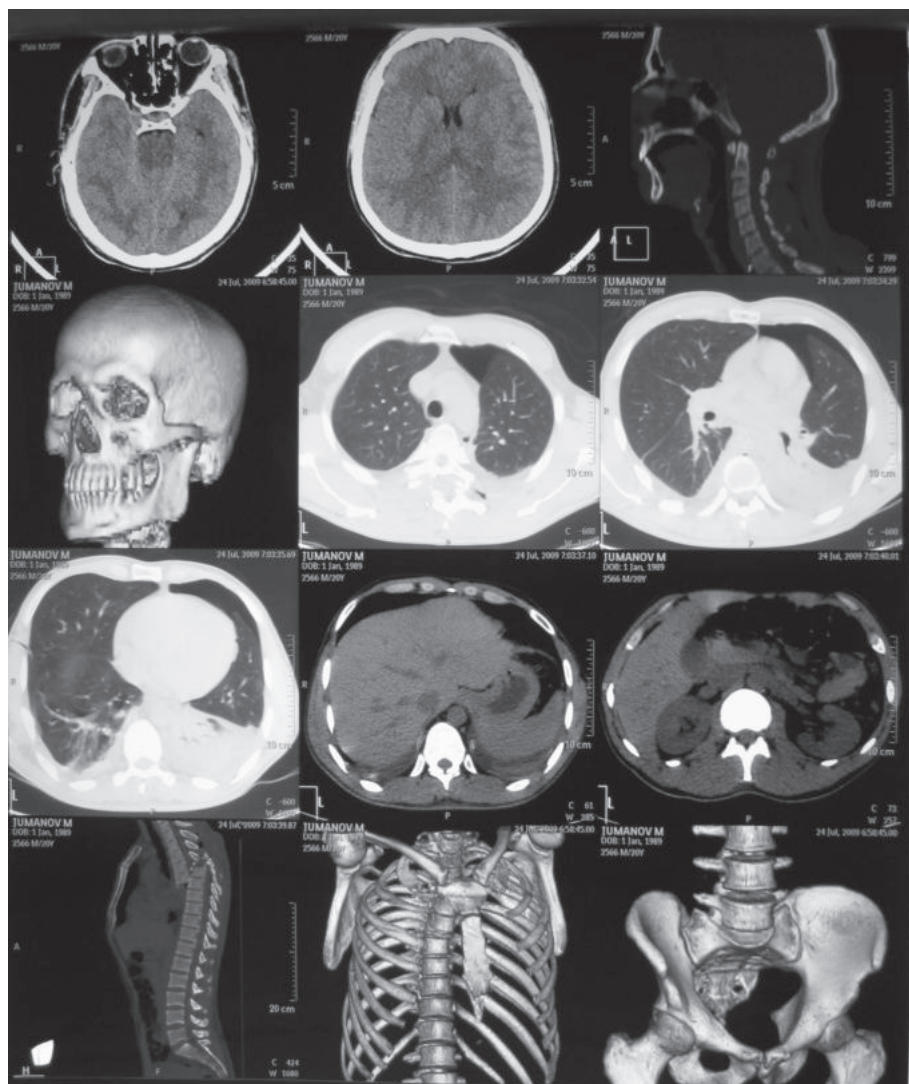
МСКТ головного мозга, шеи, грудной клетки, брюшной полости и таза
